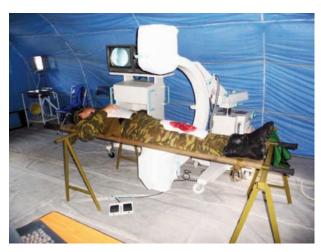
Передвижной рентгенохирургический аппарат PTC-612M Fig. 4. Mobile x-ray surgical device RTS-612M
